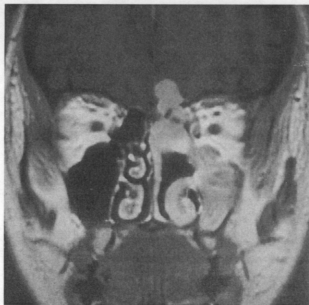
Postop. MRI finding. Gd-enhanced T1WI coronal scan shows moderate enhancing mass with bulging contour in left frontal cortex and meninges, posterior to the crista galli.
